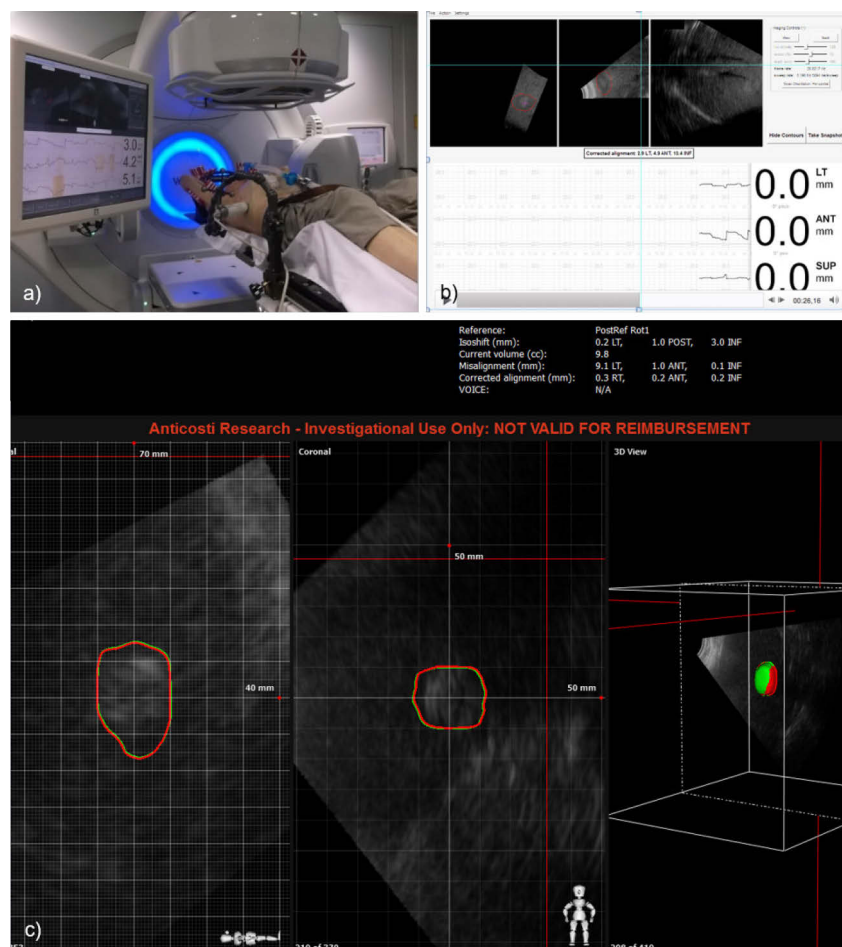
a) Setup am Linearbeschleuniger; links Bildschirm des Clarity-Systems, rechts Patient mit fixiertem Ultraschall auf dem Behandlungstisch. b) Überwachungsbildschirm (aus a) vergrößert) während des CBCTs; aktuell keine Abweichung der Struktur von der Referenzposition. c) direkt überwachte Metastase, Vergleich der Ist-Position bei Aufbau des Ultraschallgeräts vor einem CBCT mit der Position im Referenz-Ultraschall-Datensatz.
